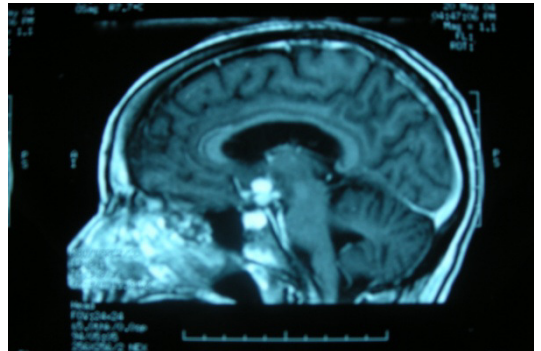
IRM cérébrale montrant une selle turcique partiellement vide
